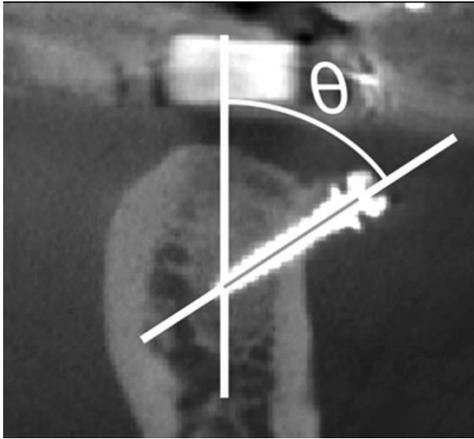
Inclinação vertical do MI medida através da vista frontal da TC
